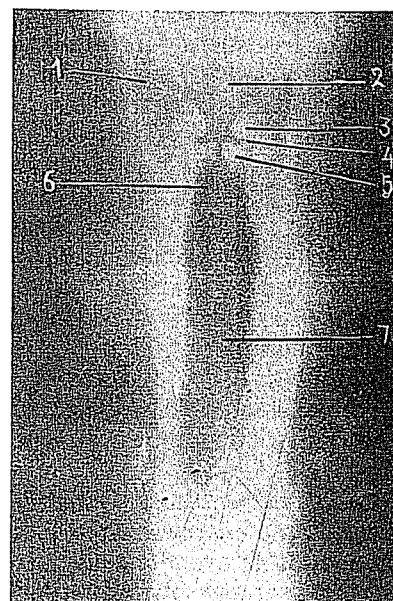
Tomografia normal da laringe: 1) seio piriforme; 2) vestíbulo laríngeo; 3) faixa ventricular (falsa corda vocal); 4) ventrículo de Morgagni; 5) corda vocal verdadeira; 6) região subglótica com sua configuração normal, em ogiva; 7) traquéia.
